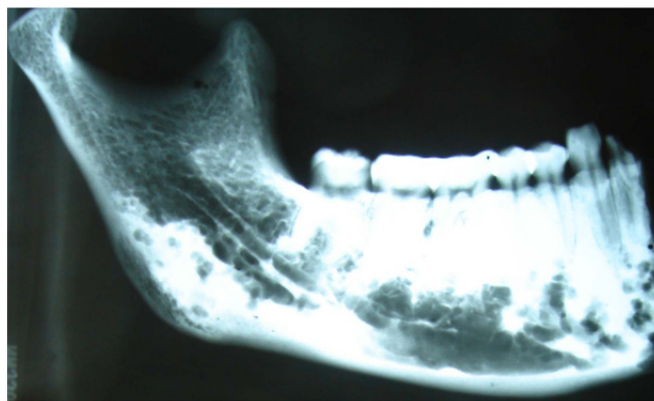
Рентгенограмма препарата нижней челюсти в боковой проекции после введения контрастного вещества (пояснения в тексте)
